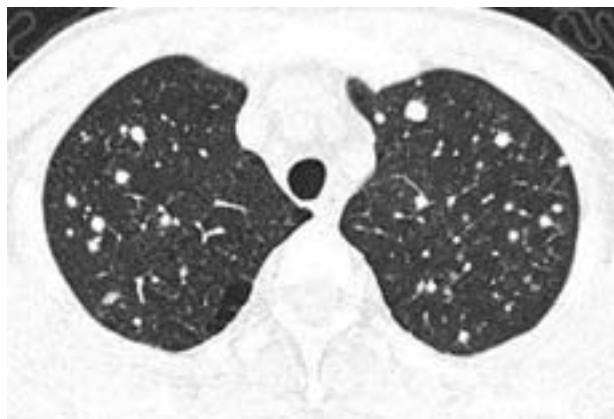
Тонкослойная КТ грудной клетки. Метастазы рака почки в легких. Хаотичный тип: очаги располагаются в легочной паренхиме и вдоль листков висцеральной плевры; часть очагов связана с мелкими сосудами (симптом “питающего сосуда”).
